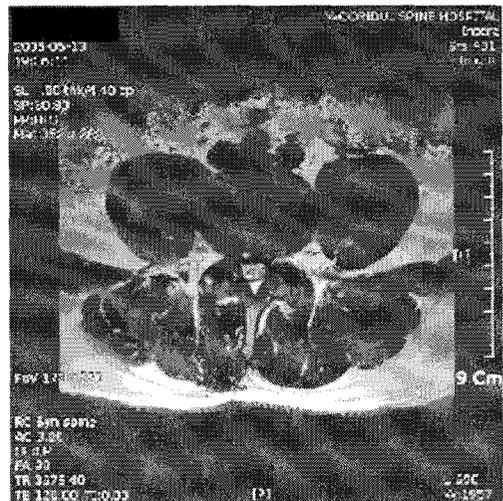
L-spine MRI (2005. 06. 13) before Surgery (sag. axi.)
